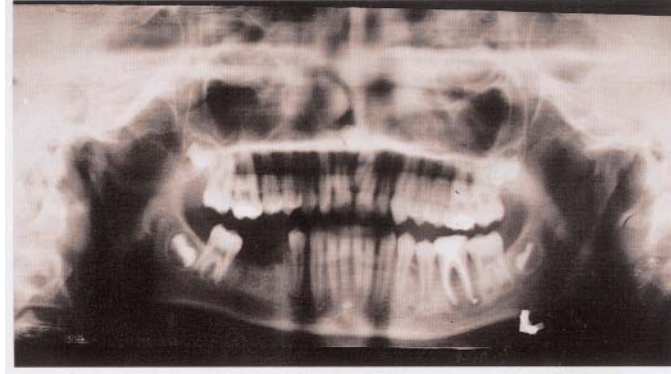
A.Ö. 12 yaşında, TF 8-9 şiddetinde florozis ve radyografisi.
